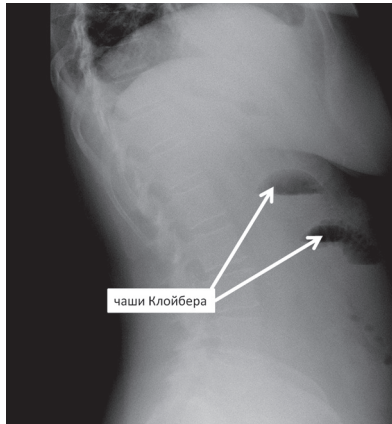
Обзорная рентгенограмма брюшной полости «стоя» (боковая проекция), признаки тонкокишечной непроходимости
